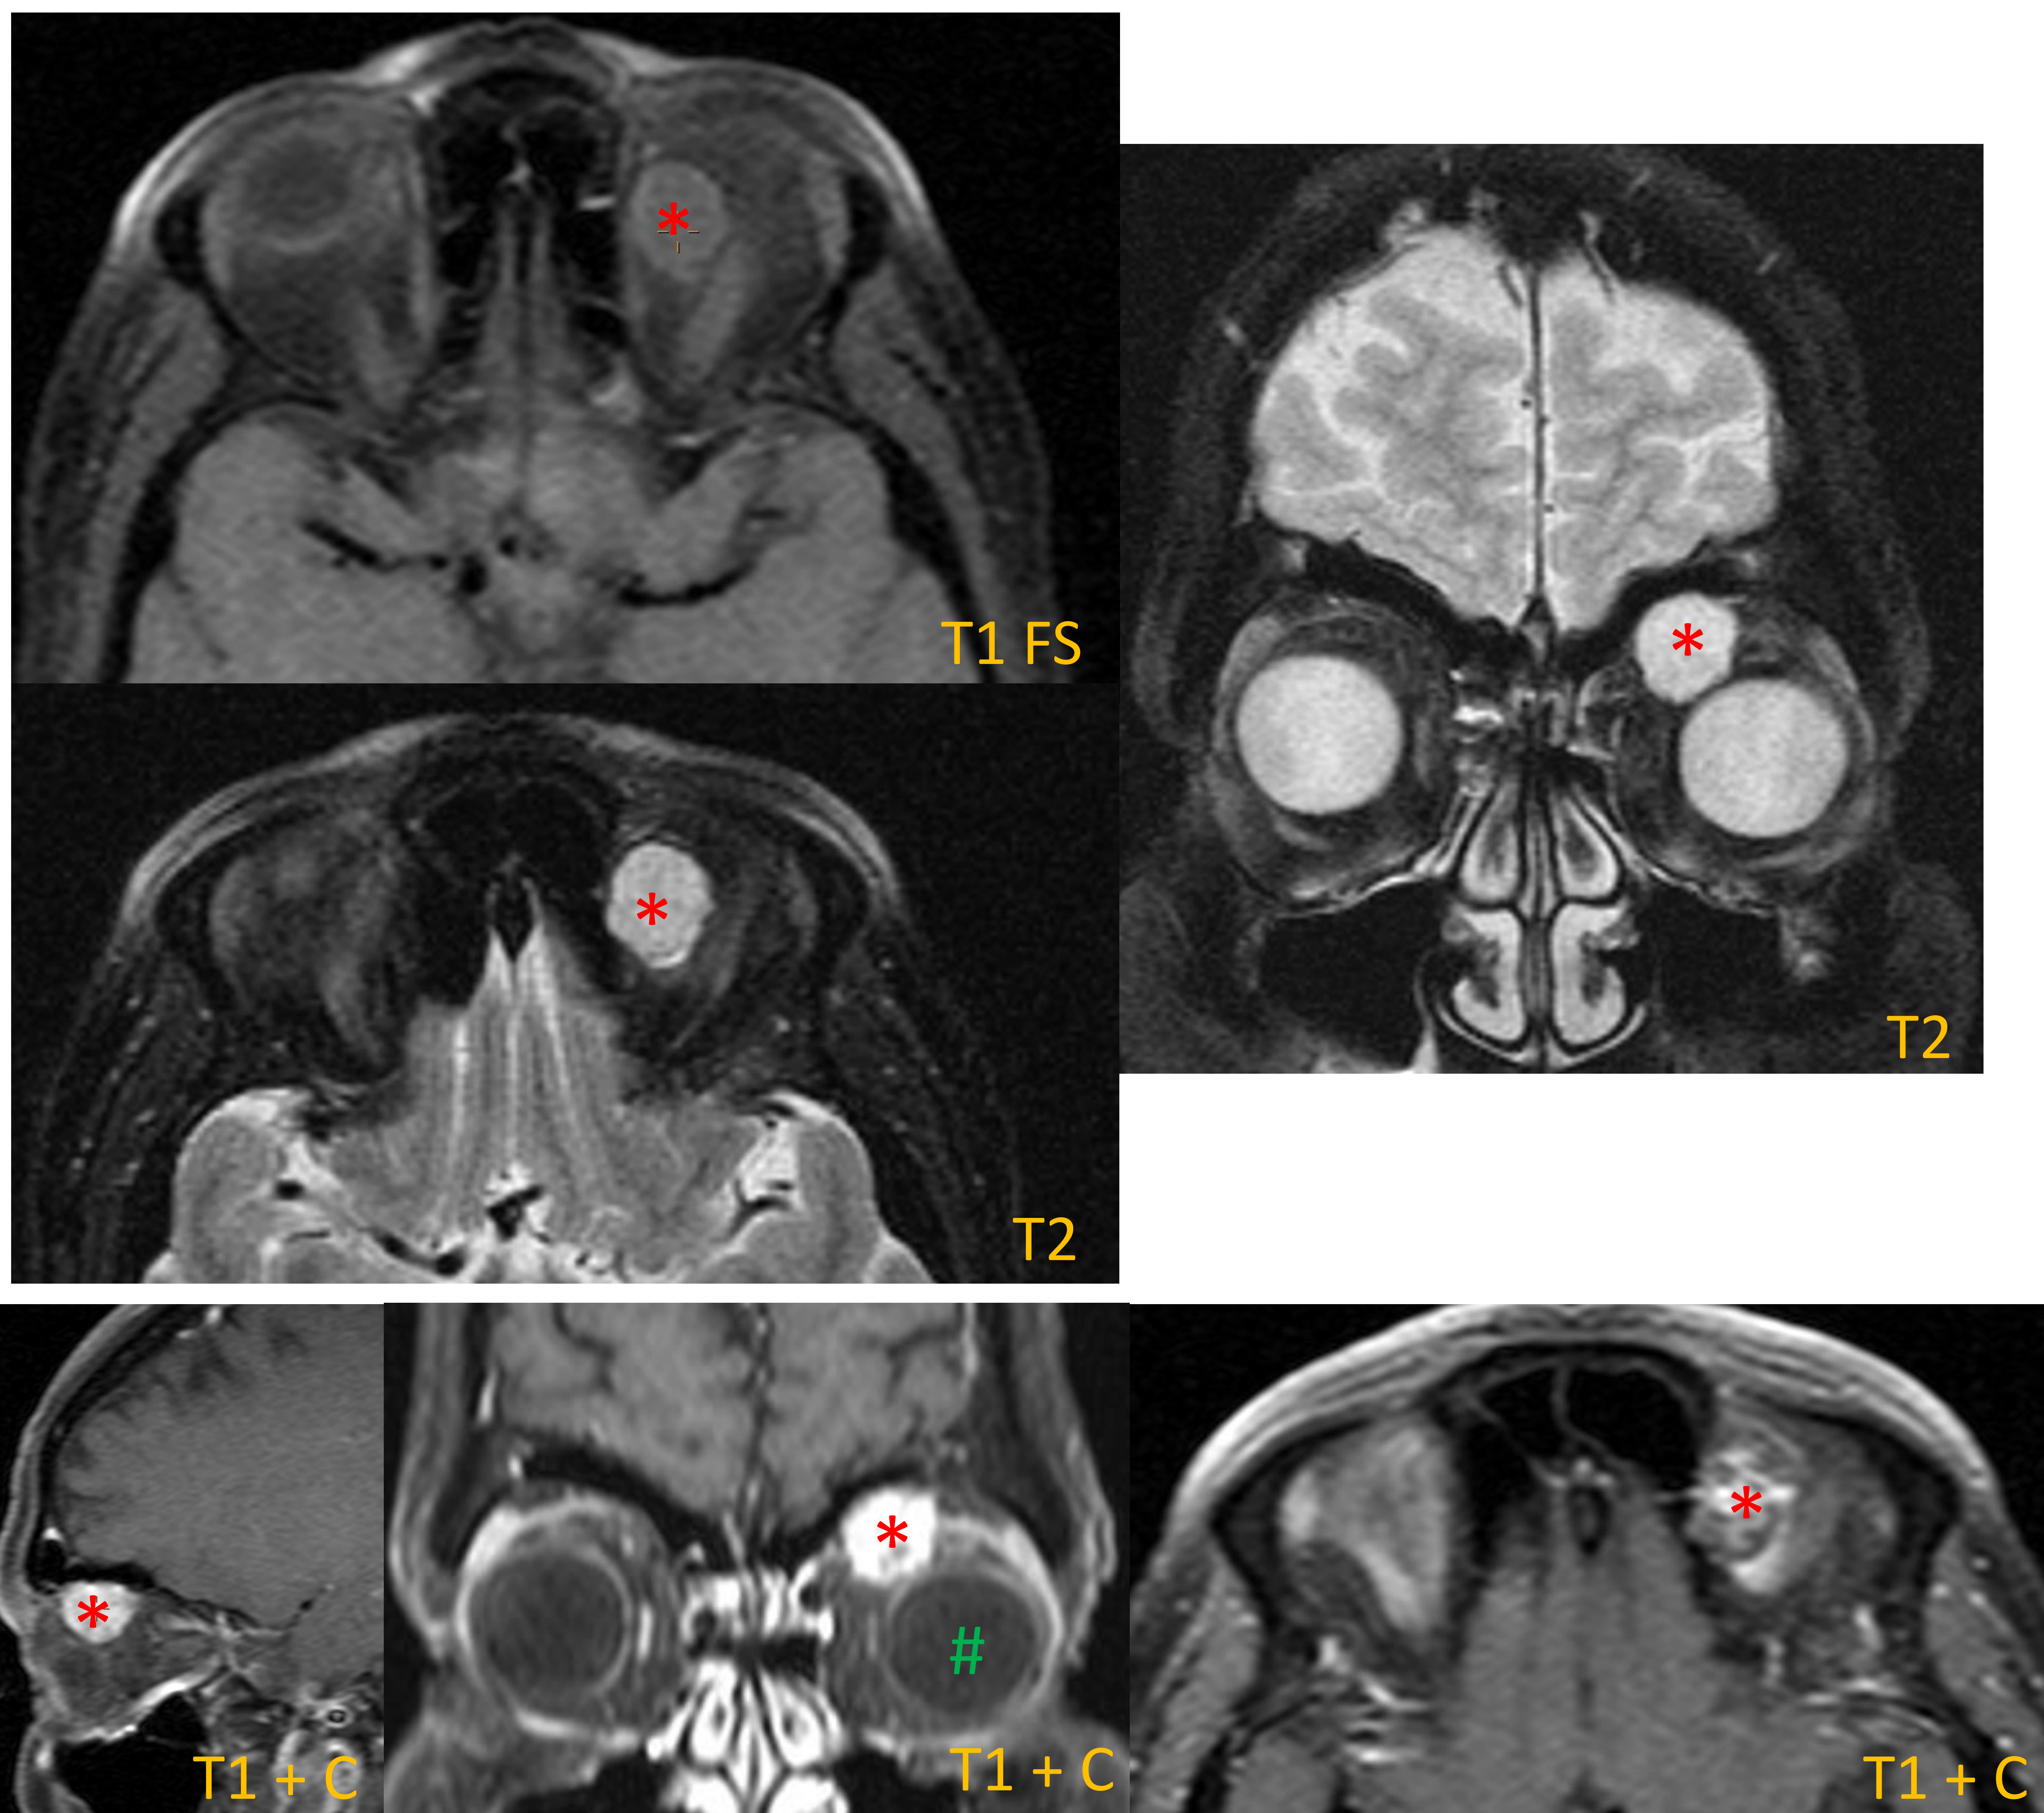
RM craneal con seucencias T1 y T2, y T1 FS tras la administración de contraste, que muestran una masa intraorbitaria extraconal (*) en cuadrante superointerno anterior y en contacto con el techo orbitario que desplaza de forma ligera al globo ocular izquierdo (#) inferiormente. Hallazgos sugestivos de hemangioma cavernomatoso extraconal.
